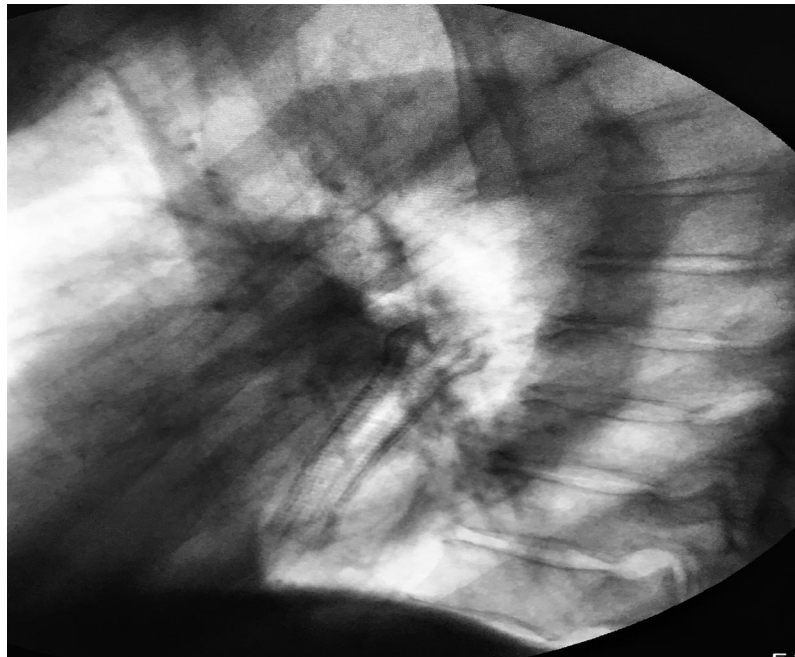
Рентгенография пищевода через сутки после установки. Положение стента удовлетворительное.
